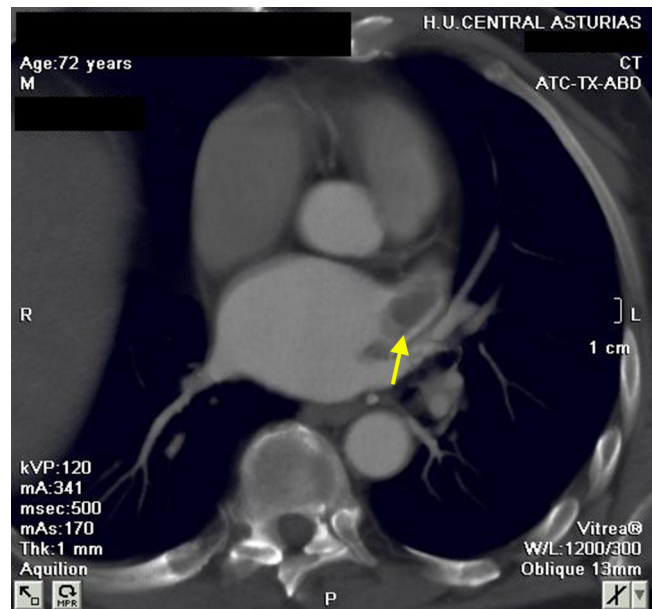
Estudio de TC cardiaca para valoración de la orejuela izquierda. Se aprecia un trombo en su interior (flecha). El estudio mediante TC permite planificar el cierre percutáneo de la orejuela.
